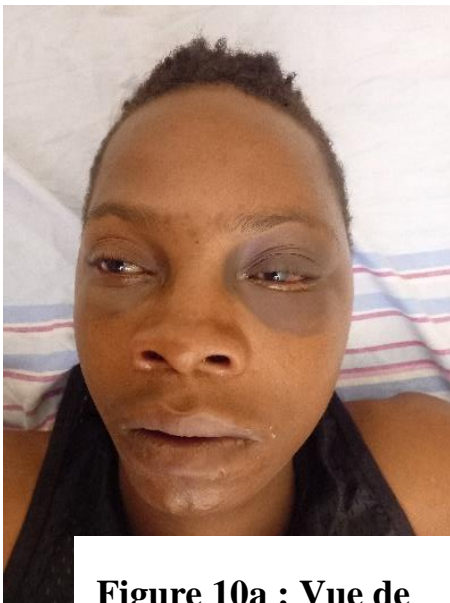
Vue de face avant chirurgie de la TDM en 3D
